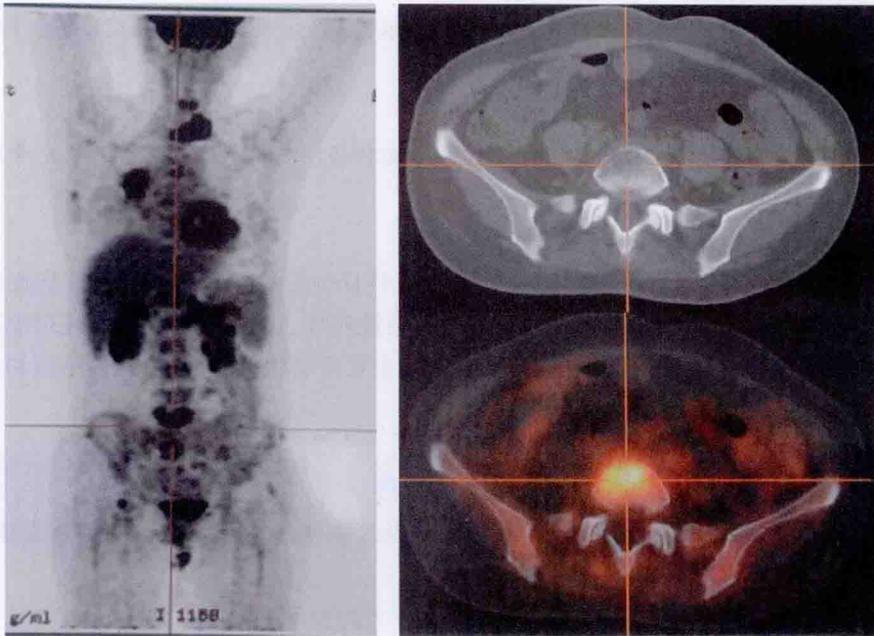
恶性肿瘤骨转移 PET-CT 表现
